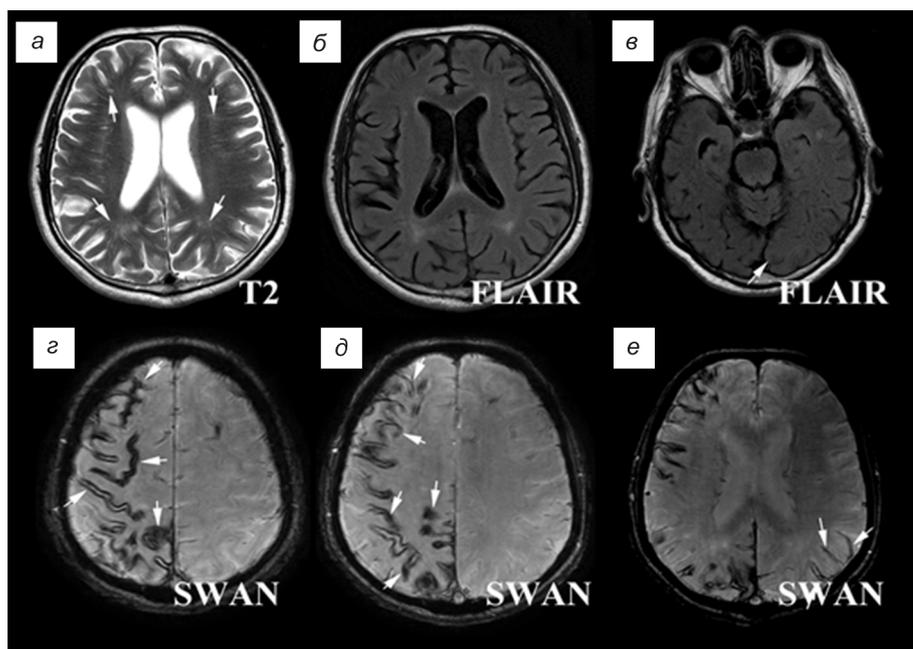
Контрольная МРТ головного мозга пациента А.
